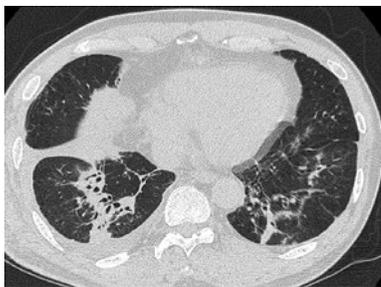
胸部CT (2013年11月). 一時帰宅し抗原に再曝露した後のCTでは, 両側下葉に気管支壁に沿った浸潤影を認める.
